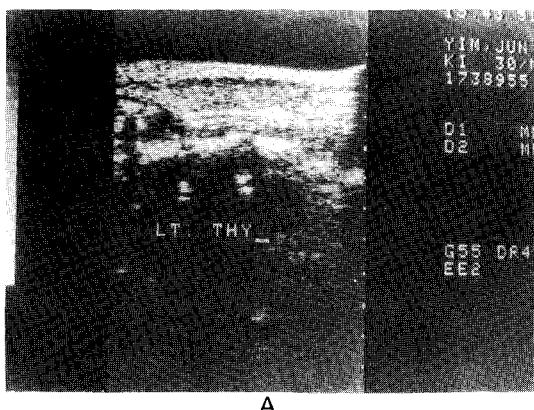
Case 1 : Ultrasonography showing well-demarcated $3 \times 3 \times 4\text{cm}$ cystic neck mass.
